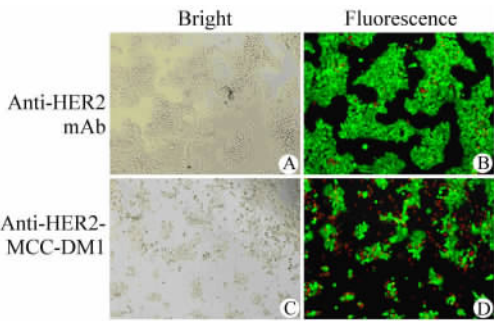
抗 HER2-MCC-DM1 作用后 BT-474 细胞的形态学改变 (×100)
